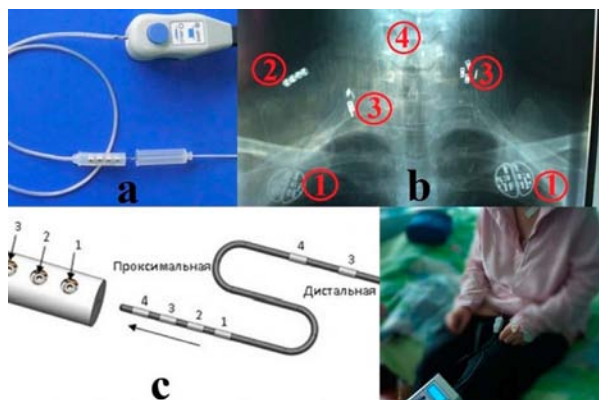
Тестовый нейростимулятор «НейСи-3МТС» для эпидуральной стимуляции шейного отдела спинного мозга: а, с — техника подключения цилиндрического электрода к промежуточному через коннектор; b — рентгенконтроль после установка электродов: 1 — приемная антенна; 2 — коннектор промежуточного электрода; 3 — пластинки электродов зафиксированы на стволе ПС; 4 — цилиндрические электроды; d — выбор оптимальных для пациента параметров с использованием блок-генератора импульсов в тестовом периоде.
